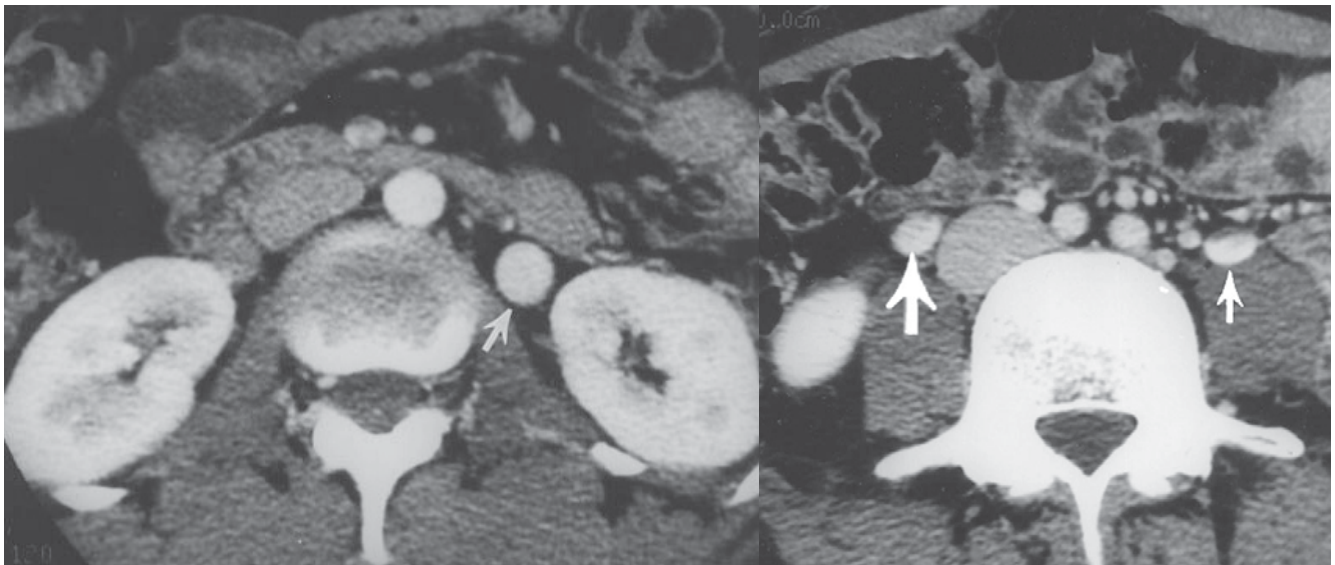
КТ-ангіографія (стрілкою показано розширення яєчникових вен) [24]
